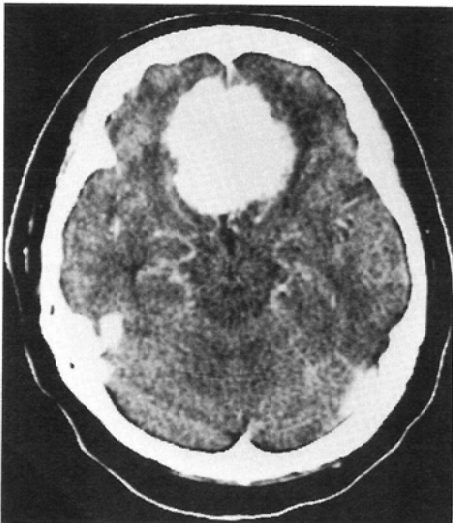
Post contrast CT scan shows a homogeneously enhancing subfrontal mass.
